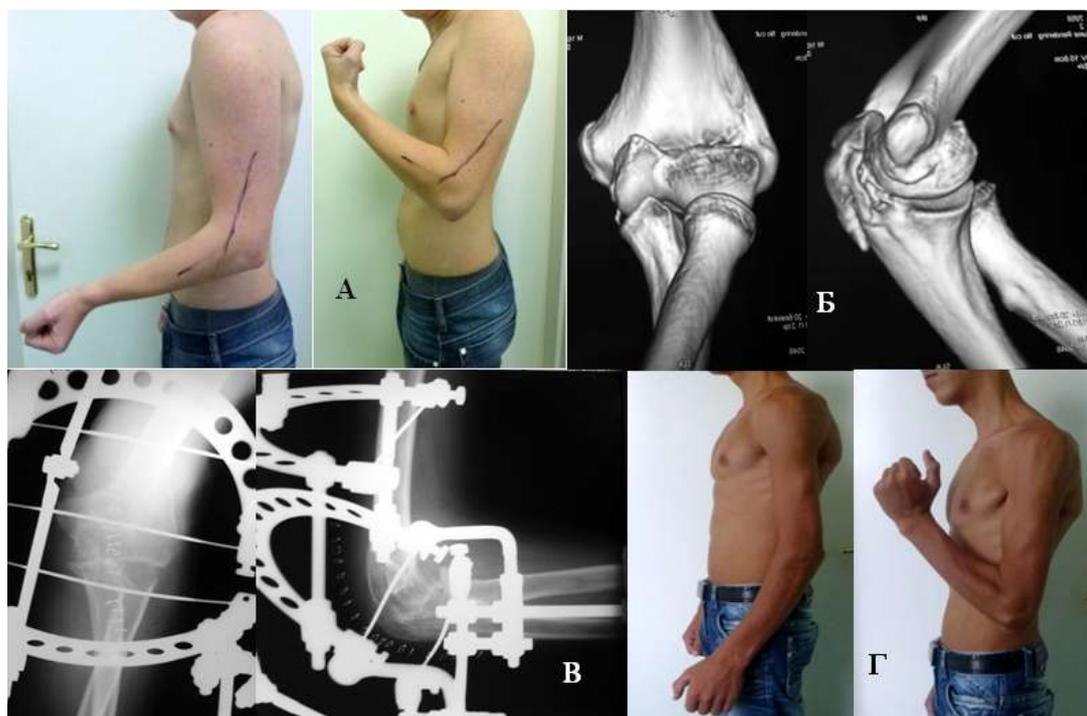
Пациент 20 лет. А – объем движений в локтевом суставе при поступлении; Б – компьютерная томография при поступлении; В – открытый артролиз локтевого сустава с наложением ШДА Оганесяна; Г – результат лечения через 1 год после операции
